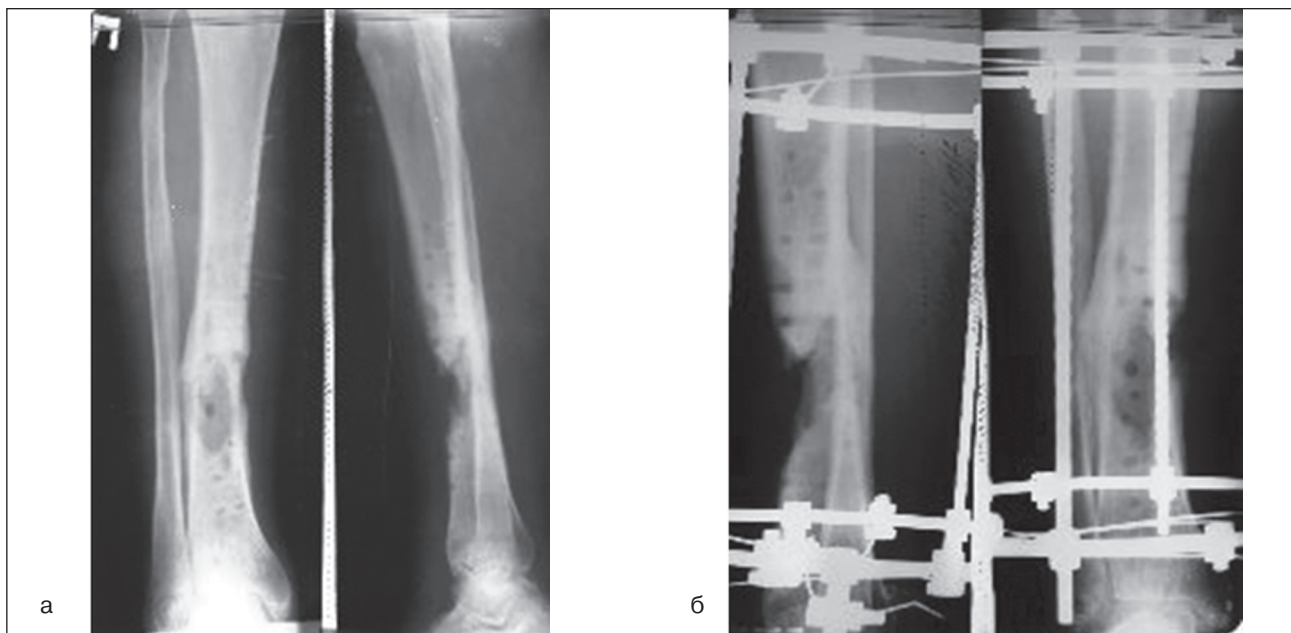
Рентгенограми хворого А.: а) до лікування; б) після оперативного втручання
